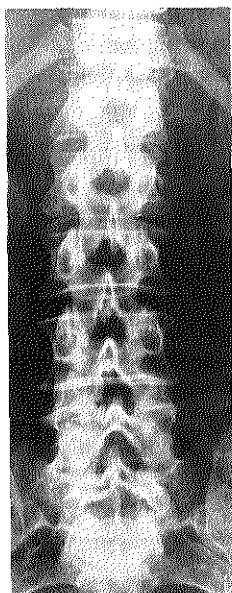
Röntgenfoto bij opname van patiënte M.R-M.
